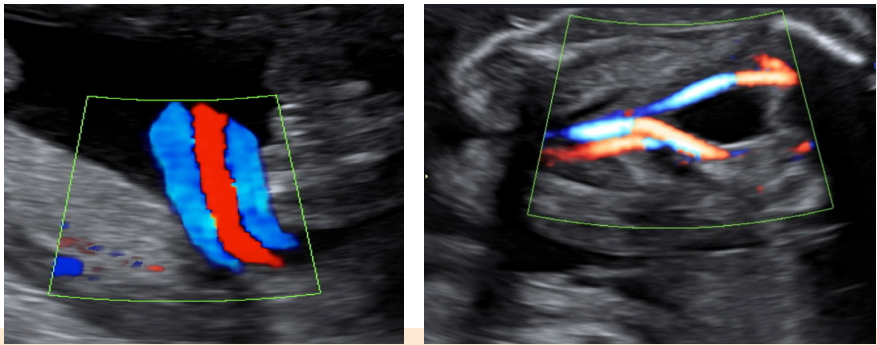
En condiciones normales el cordón umbilical presenta 2 arterias y una vena (izquierda). La presencia de dos arterias umbilicales puede constatare aplicando el Doppler color en un corte axial donde se objetivan rodeando la vejiga
